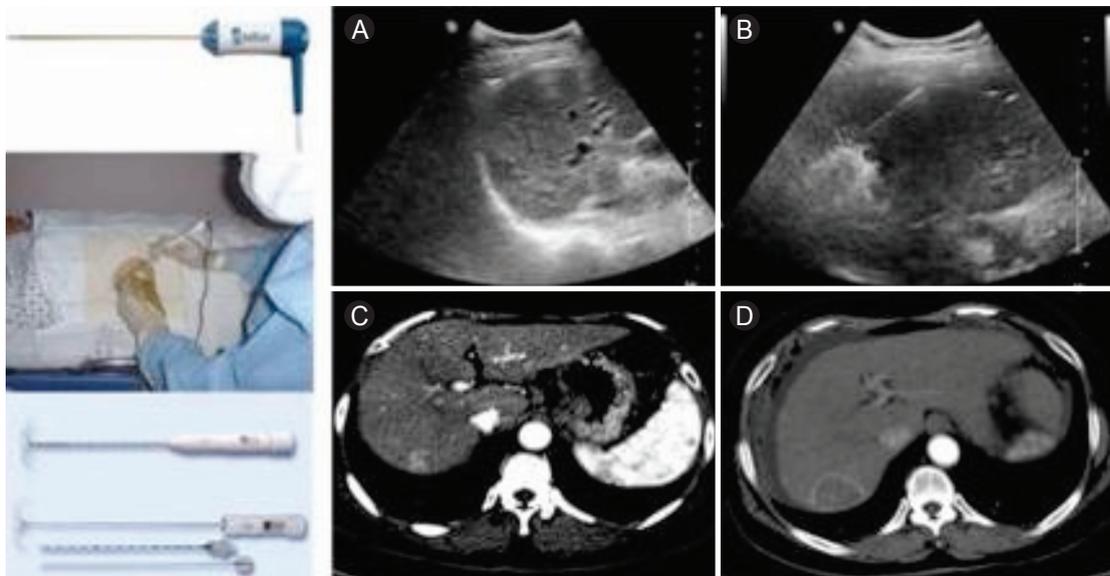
고주파열치료술의 실례. 국소 마취 후 전극을 천자하며(왼쪽), 치료하기 전의 초음파 영상 및 CT 영상(A, C)과 치료 과정 중의 초음파 영상(B) 및 치료 후의 CT 영상(D).
